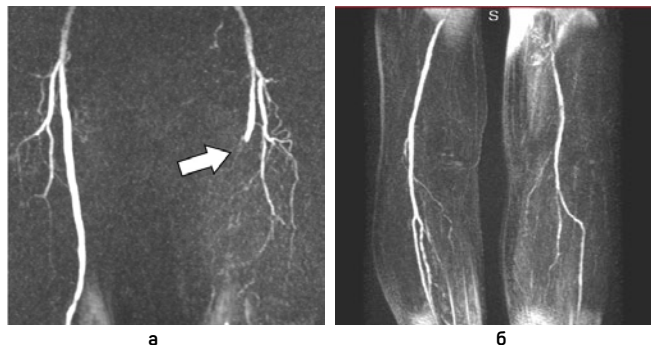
Атеросклеротическая окклюзия левой поверхностной бедренной артерии. МР-ангиографические данные: а — МР-ангиограмма подвздошно-бедренных сегментов: окклюзия левой поверхностной бедренной артерии (стрелка); б — МР-ангиограмма подколленно-тибиальных сегментов: проходимость левой передней большеберцовой артерии сохранена. Учитывая выраженную сопутствующую патологию и наличие критической ишемии левой нижней конечности, принято решение воздержаться от выполнения рентгенконтрастной ангиографии. По результатам МР-ангиографии пациентке выполнено бедренно-подколенное ксеншунтирование с хорошим клиническим результатом. Отмечено совпадение интраоперационных и МР-ангиографических данных
